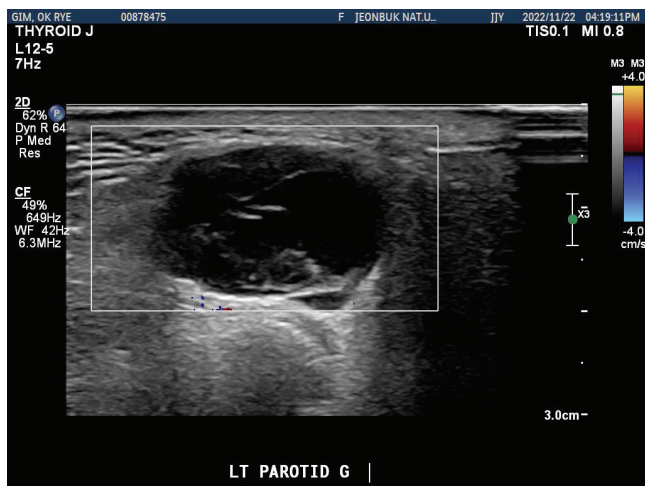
Ultrasonography-guided fine needle aspiration cytology shows benign looking cystic mass.
